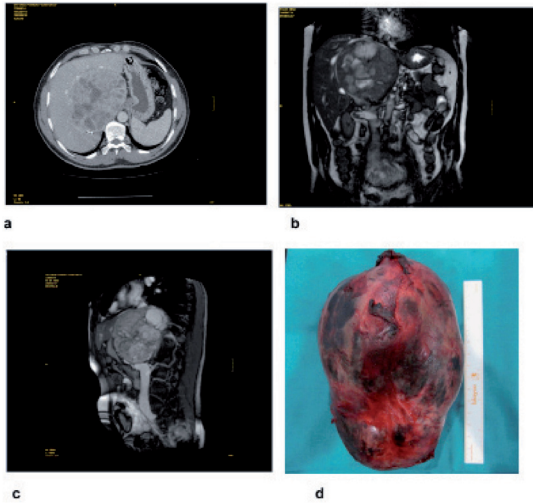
TAC (a) Gran feocromocitoma recidivado. RNM (b y c) compresión de vena cava inferior. Pieza quirúrgica (d).
